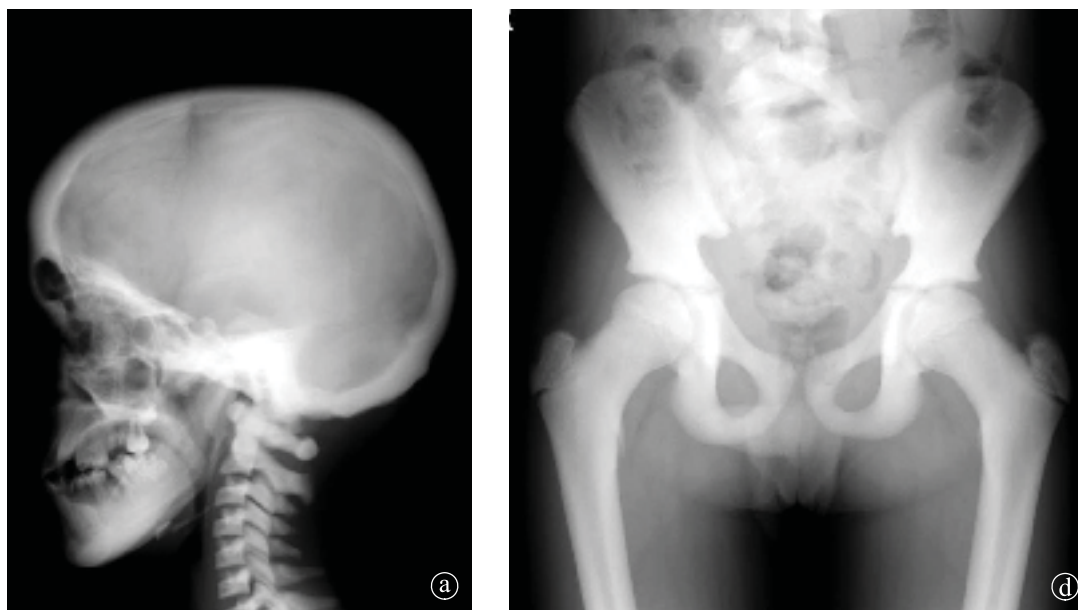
36. Osteopetroza. a) Radiografie craniu LL, b) si c) Radiografie dorsolombară AP, LL, d) Radiografie bazin.
